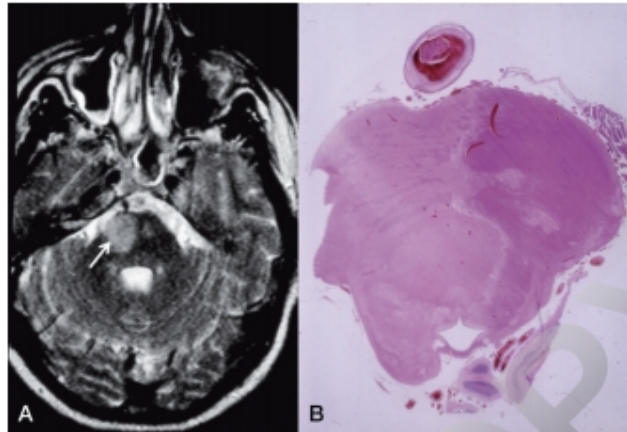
Figura e16.10 Infarto en el territorio de la arteria basilar. A. RM. B. Corte neuropatológico. En ambos casos el infarto es unilateral. Obsérvese la aterotrombosis del tronco basilar en B.
